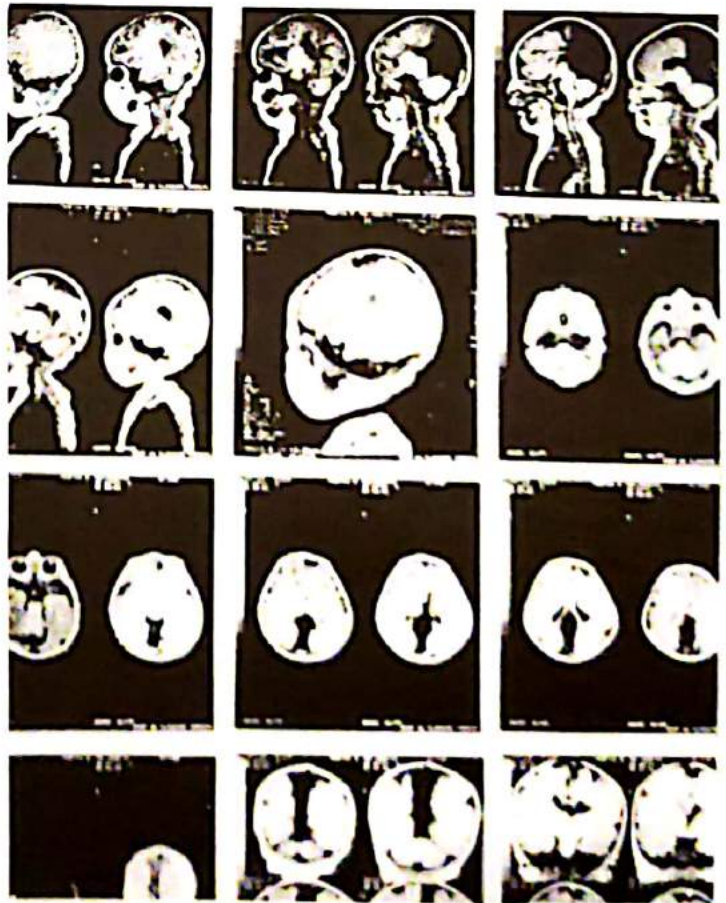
Resonancia Nuclear Magnética en R.N. 24 horas, en región cefálica, observándose tumoración quística, observada previamente con ecografía prenatal.
